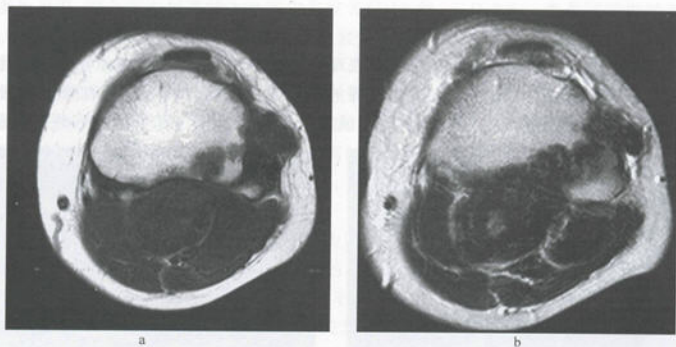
绒毛结节性色素沉着性滑膜炎 MRI
